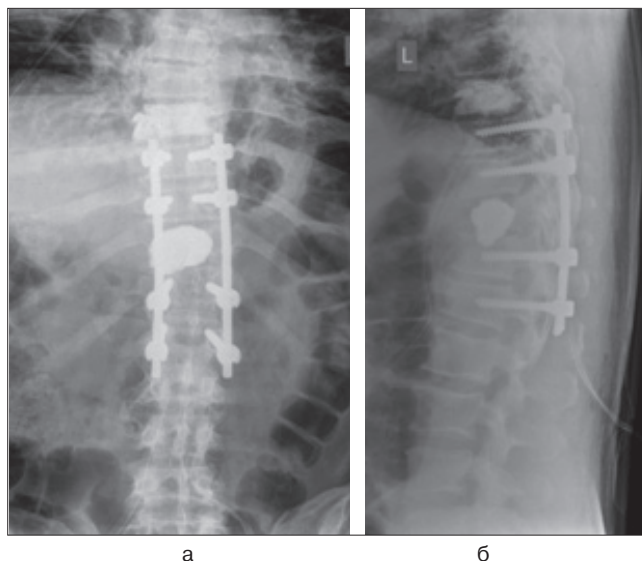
а, б. Рентгенограммы больного Ф., 56 лет, после декомпрессии и стабилизации с задней инструментальной фиксацией Th IX–LI позвонков системой внутренней транспедикулярной фиксации, вертебропластики Th VIII, видеоторакоскопического удаления метастаза Th XI справа, декомпрессии спинного мозга, прямой вертебропластики Th XI
